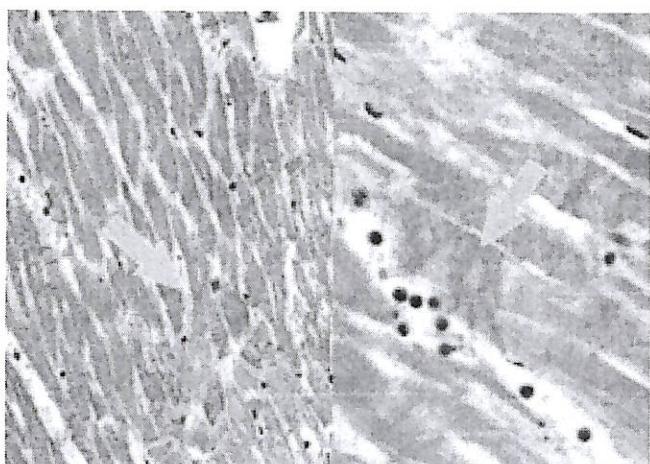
"Contraction band necrosis" в миокарде при КТ (указан стрелками).
